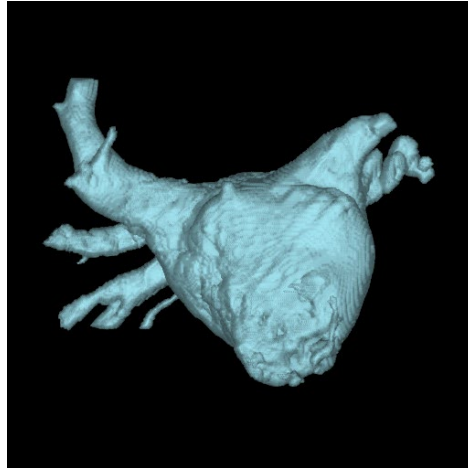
Driedimensionale reconstructie van de linkervoorkamer na een CT-scan
